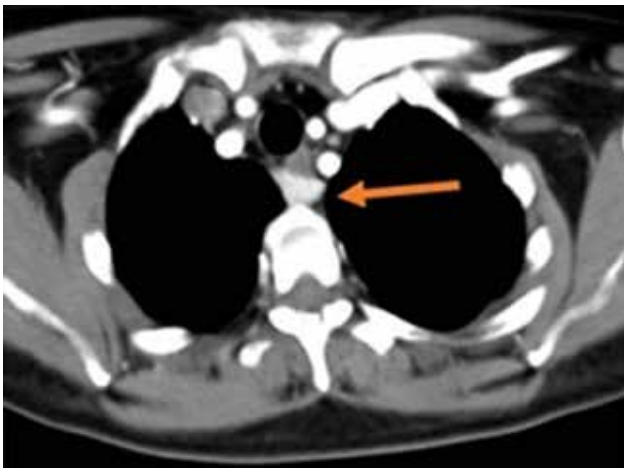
Tomografía computarizada de cuello y tórax contrastada. Corte axial donde se observa una tumoración retrotraqueal a nivel de C7-T1 que realza con medio de contraste.
